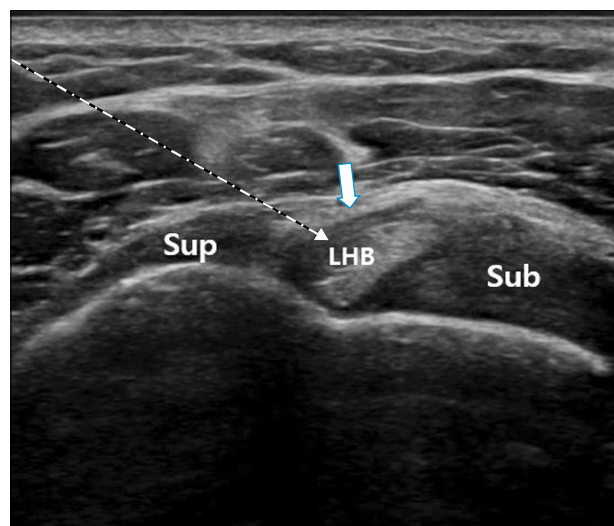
Axial ultrasound image of rotator interval. Sup: supraspinatus, LHB: long head of biceps, Sub: subscapularis, dotted arrow: needle via lateral to medial approach, arrow: thickened coracohumeral ligament.
